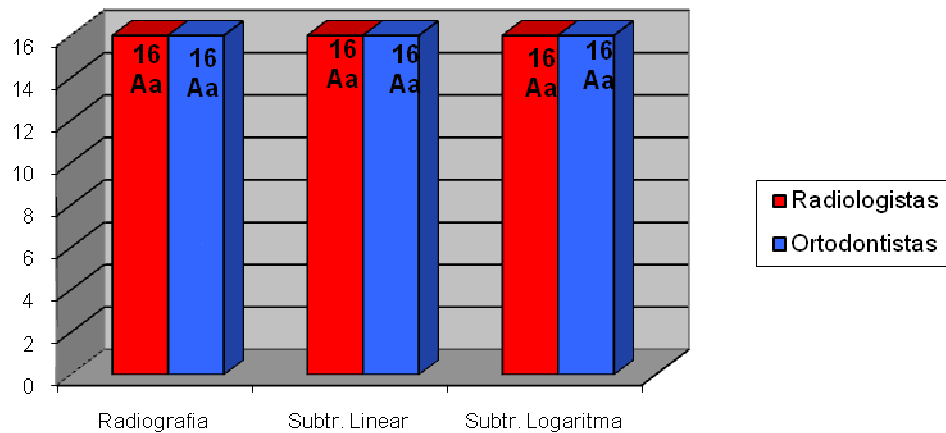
Comparação dos grupos em 2,0 mm. Medianas das quantidades de acertos seguidas de letras maiúsculas distintas diferem entre o método de avaliação( radiografia digital, subtração logarítmica ou linear) e medianas seguidas de letras minúsculas distintas diferem na comparação entre profissionais (radiologistas e ortodontistas) pelo teste de Friedman ( $p < 0,05$ ).
